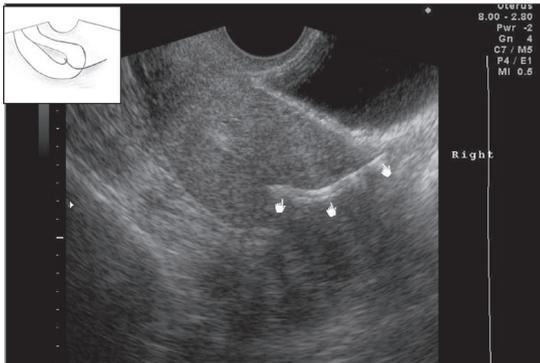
Ultrasonido simple transvaginal.
